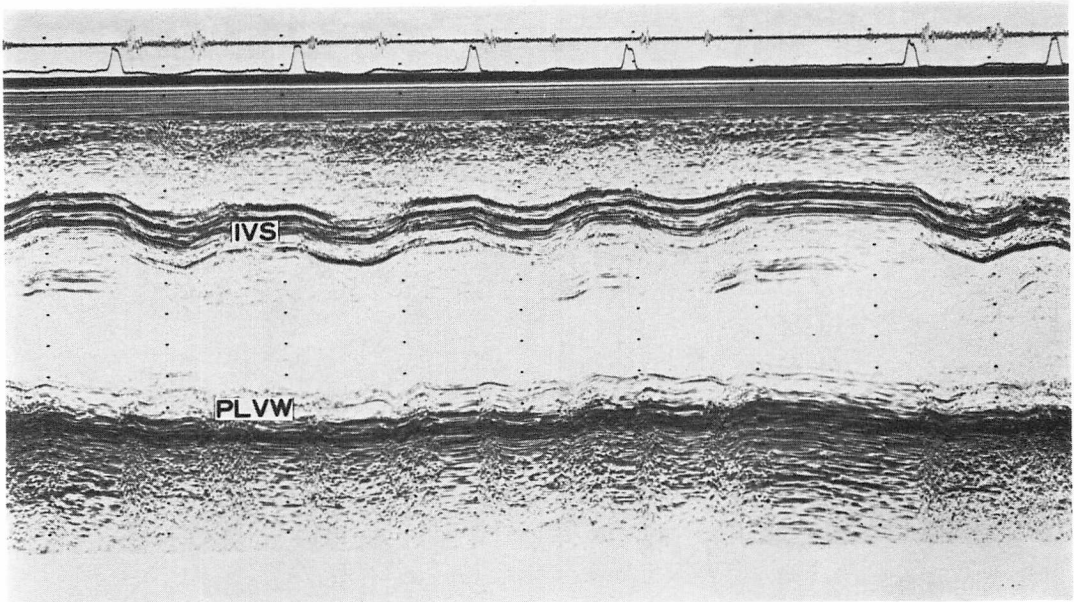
M-mode echocardiogram of the same patient as in Fig. 3.
